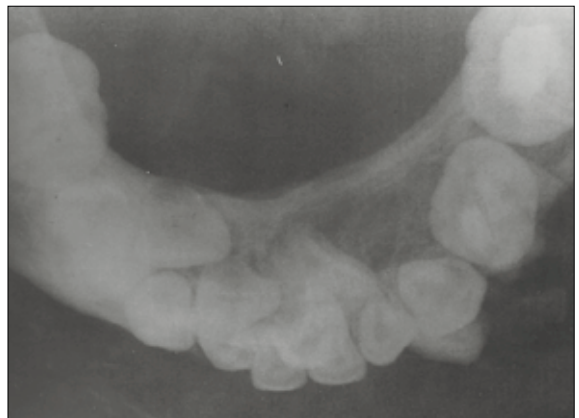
Initial occlusal radiograph.
